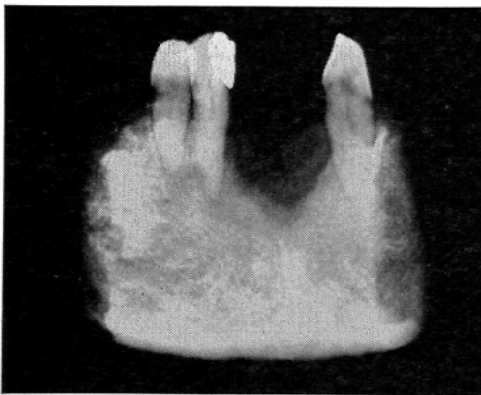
Case No. 2. Pressure type. The well-defined bone destruction is seen radiographically.
